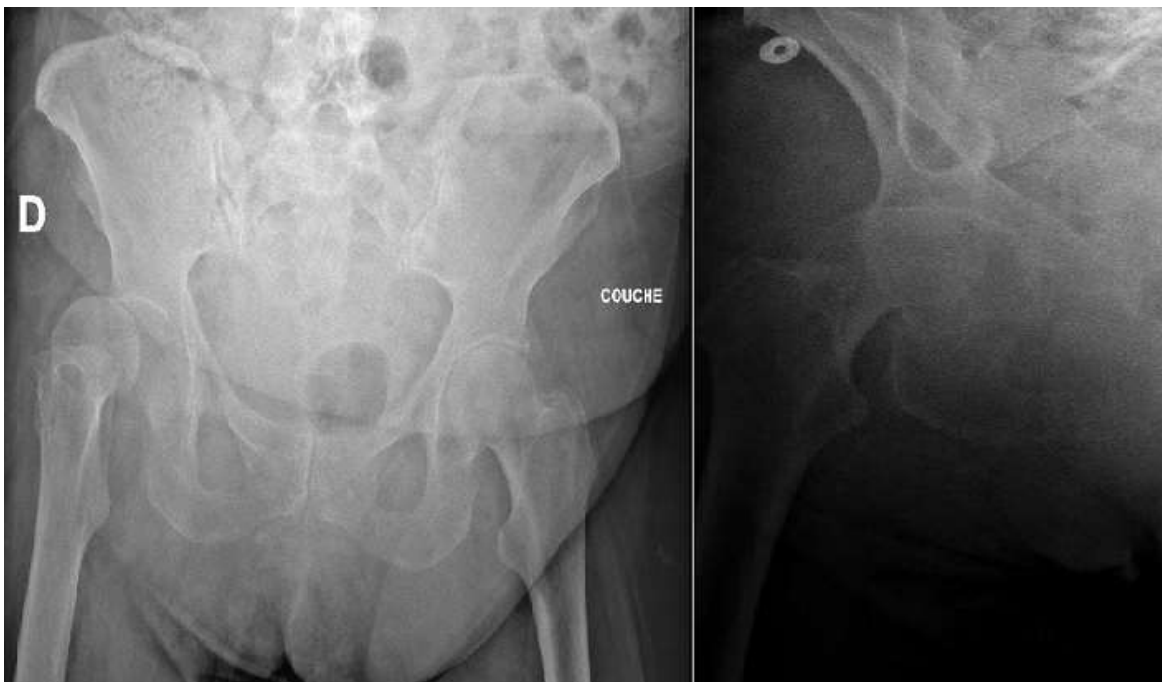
radiographie standard face et profil du bassin et de la hanche droite objectivant une luxation antérieure de la hanche droite
